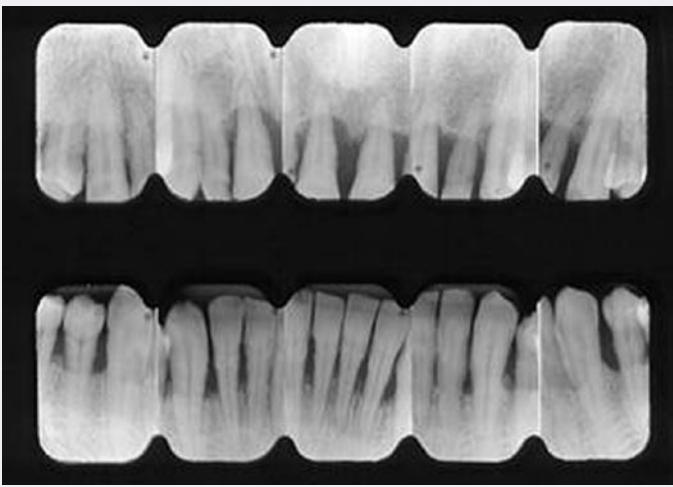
Fig 5d1. Serie periapical mostrando una periodontitis generalizada en fase avanzada.
